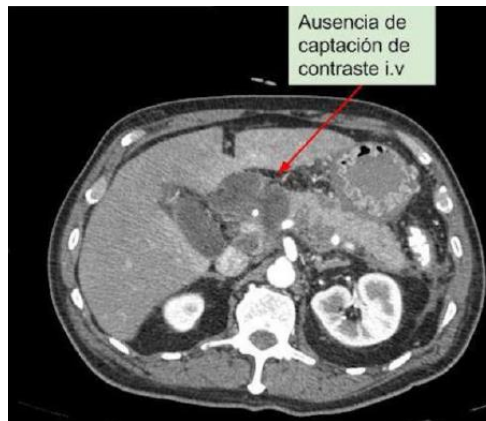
Pancreatitis necrotizante. TAC con contraste Intravenoso. Fase Arterial a 35 segundos. Fuente: Seram 2014 [Internet]. [citado 14 de marzo de 2018].
